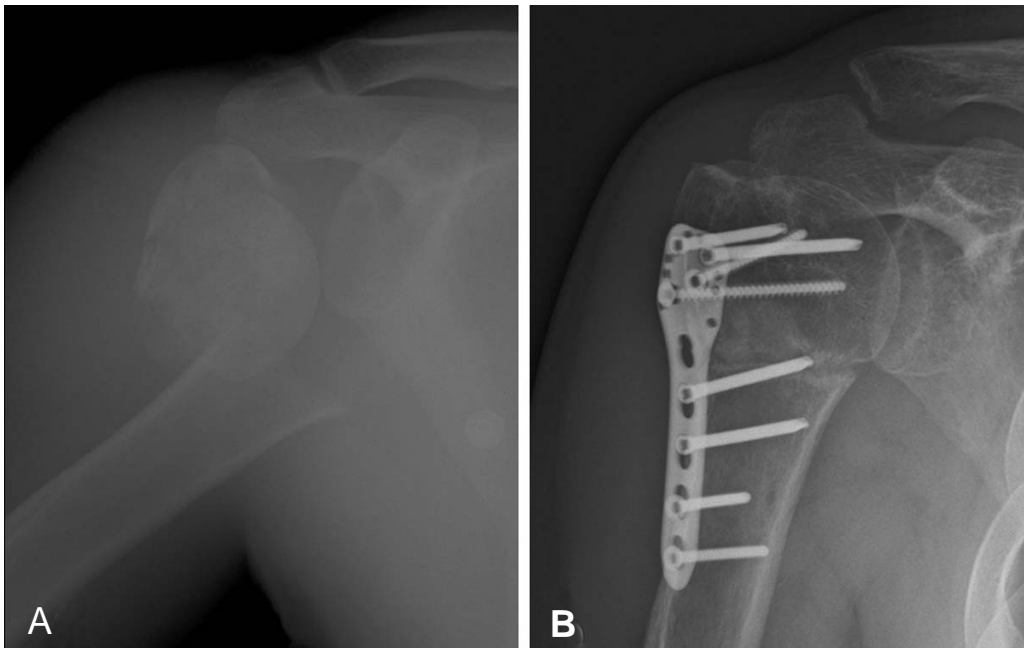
Fixation with locking compression plate in 3-part proximal humerus fracture (A) An anterior posterior radiograph was taken at immediate post operation. (B) An anterior posterior radiograph was taken at postoperative 6 months.
